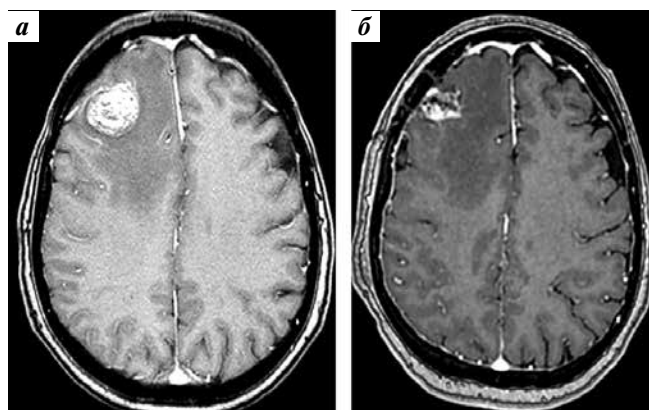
Магнитно-резонансная томография головного мозга с контрастированием пациентки X.: а – до операции; б – после операции
